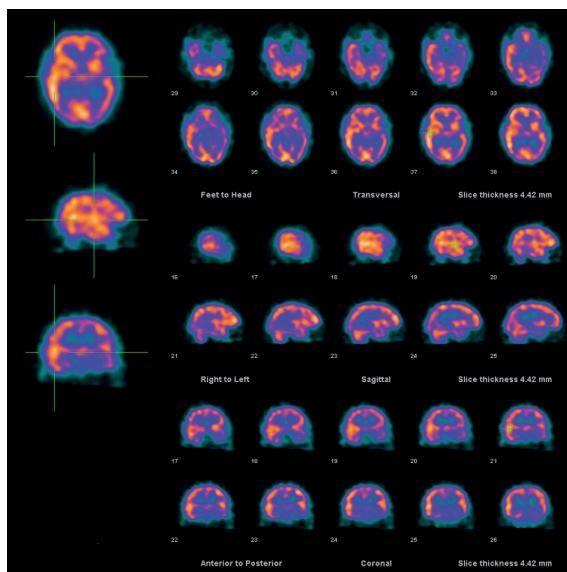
SPECT cerebral mostrando imágenes reconstruidas en cortes transversales, sagitales y coronales.
